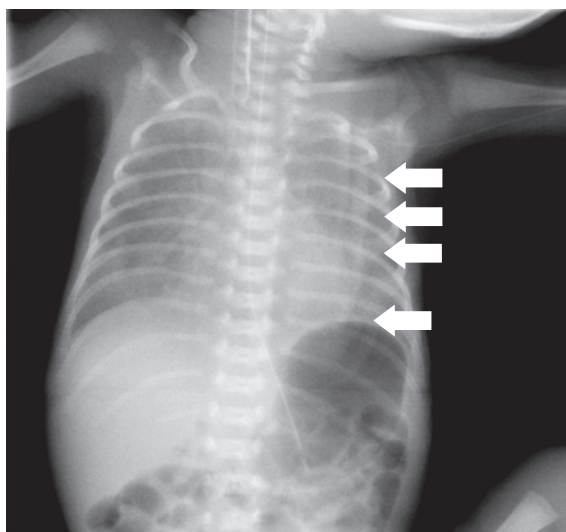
皮膚や髪の毛など体外の構造が胸部単純X線写真に写りこむことによりアーチファクトとなる。
